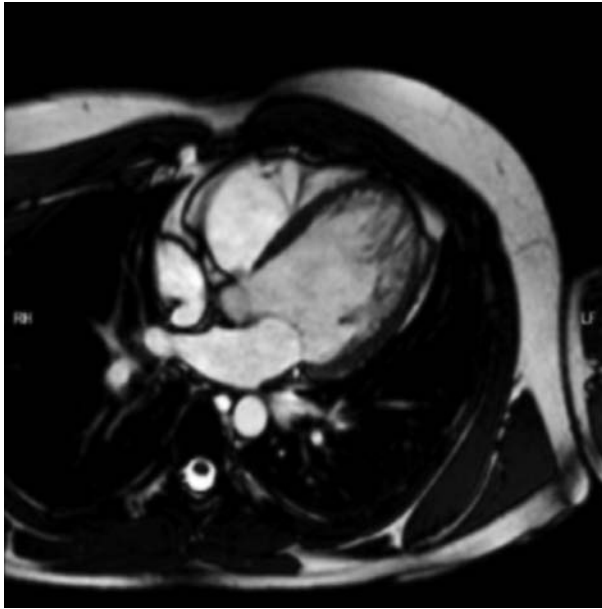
Resonancia magnética cardíaca. Presencia de miocardio no compactado en el ventrículo izquierdo con una relación > 2 respecto al miocardio compacto.
